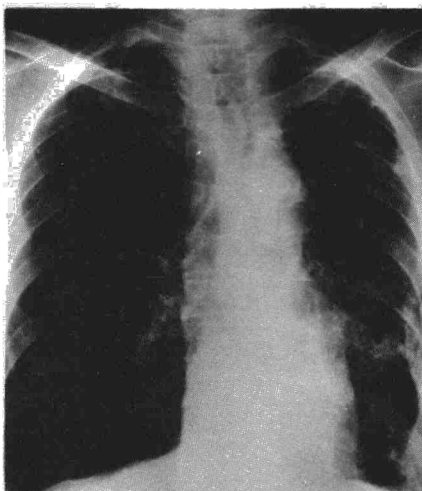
Radiografía de tórax a las 72 horas del ingreso.
